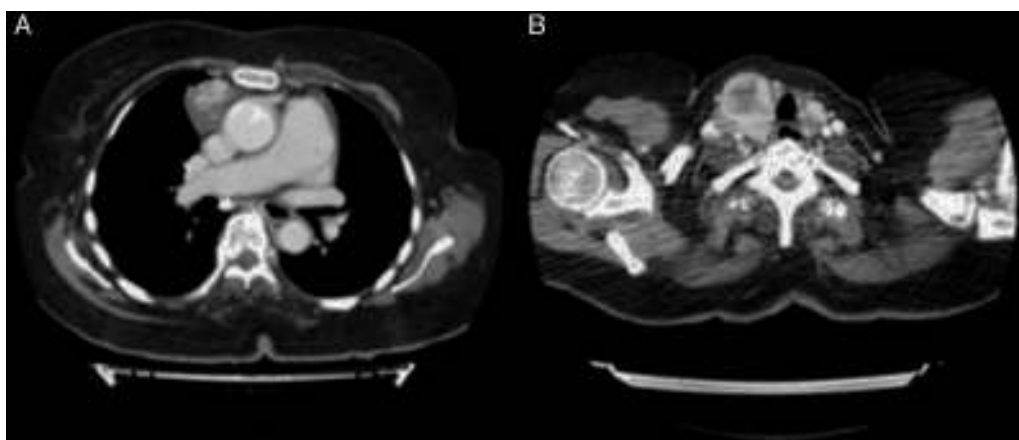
Tomografía axial computarizada en la que se evidencia masa mediastínica hipervascular de 3,6 × 2,7 cm de localización paracardiaca derecha (A), y bocio multinodular a expensas de lóbulo tiroideo derecho (B).
